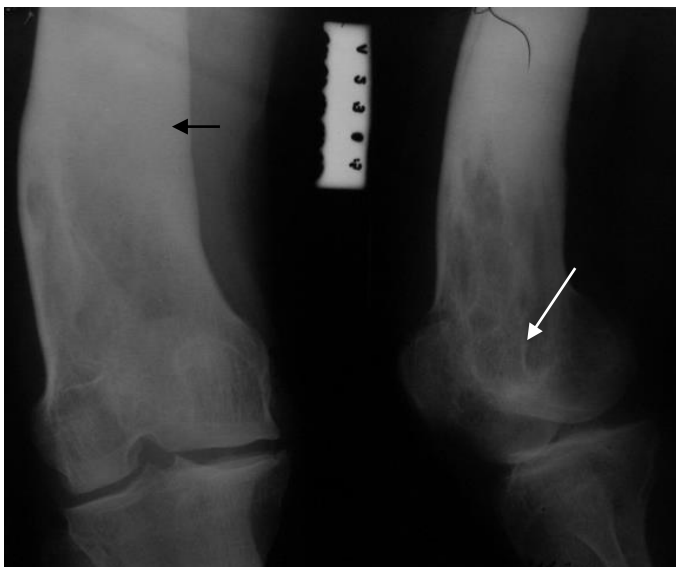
Прицельные рентгенограммы бедра в прямой и боковой проекциях. Гиперостоз бедренной кости: бедренная кость в области нижней трети диафиза (черная стрелка) и дистального эпифиза деформирована, уплотнена (остеосклероз), увеличена в размерах. Отмечаются также участки деструкции в дистальном метафизе (белая стрелка). Хронический остеомиелит бедренной кости
